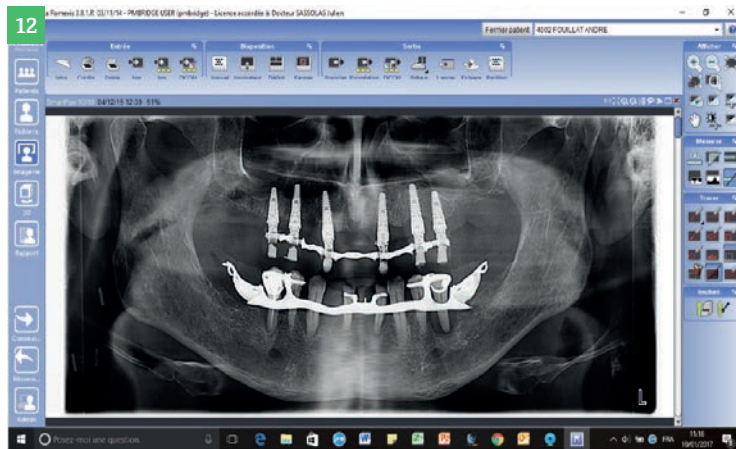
Bridge provisoire avec appui palatin. Fig.12 : Orthopantomographie postopératoire.
